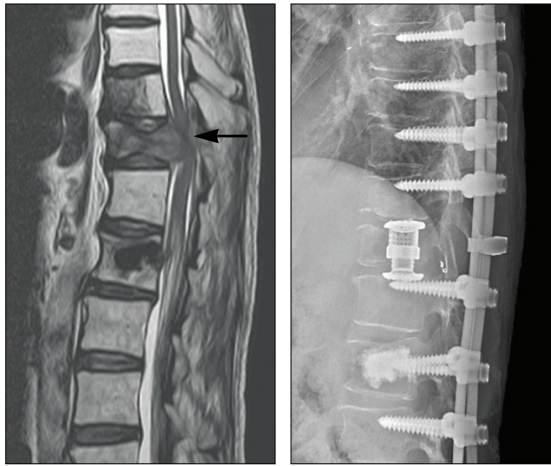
폐암 환자로서 제11 흉추에 종양이 전이되어 골절되었고 뒤쪽으로 튀어 나온 종양 조직에 의해 척수 신경이 심하게 압박되어 마비가 왔다(좌측 MRI 사진, 화살표). 신경 압박을 제거하고 척추 안정화 수술을 시행하였다(우측 단순 방사선사진).
